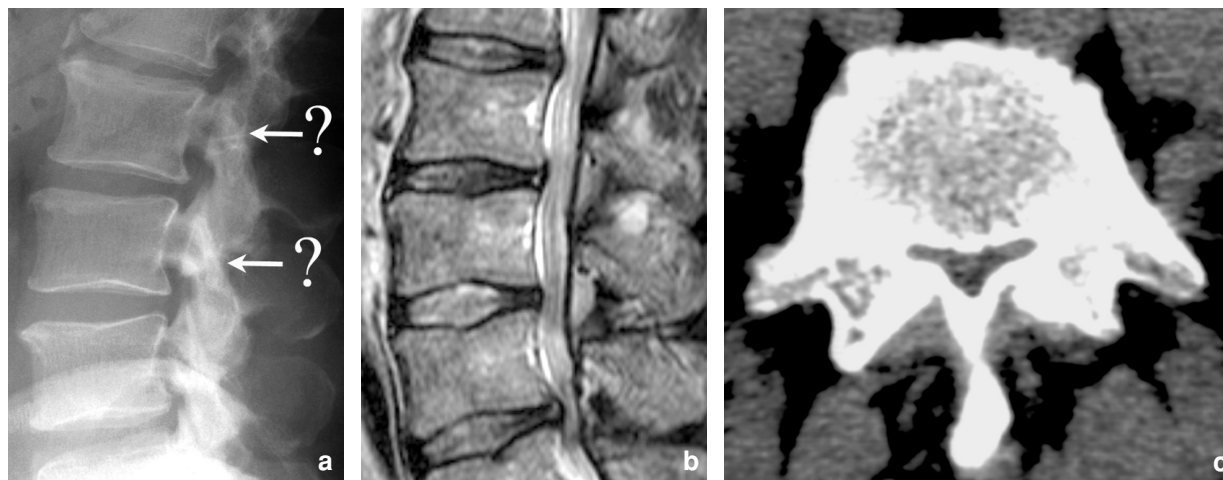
Canal étroit constitutionnel : a) sur la radiographie de profil, la brièveté des pédicules suggère une étroitesse du canal osseux dont la limite postérieure n'est pas reconnaissable (flèches). Le positionnement des flèches pourrait faire croire à un canal osseux de dimensions satisfaisantes. En réalité, ce canal est très étroit, comme le montrent la coupe sagittale en pondération T2 (b) et la coupe transverse en TDM (c).
